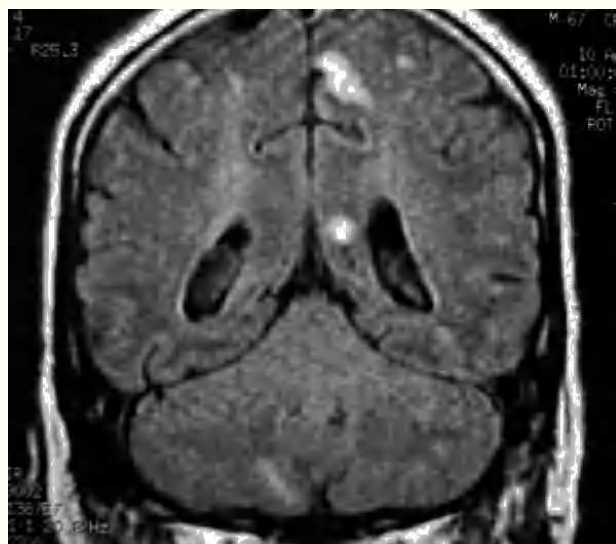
Resonancia magnética nuclear craneal: se evidencian lesiones hiperintensas en T2 e hipointensas en T1, en cerebelo, lóbulo frontal izquierdo y en ambos lóbulos parietales, de localización preferente córtico-subcortical, sin efecto masa. Ausencia de captación anómala de contraste.
